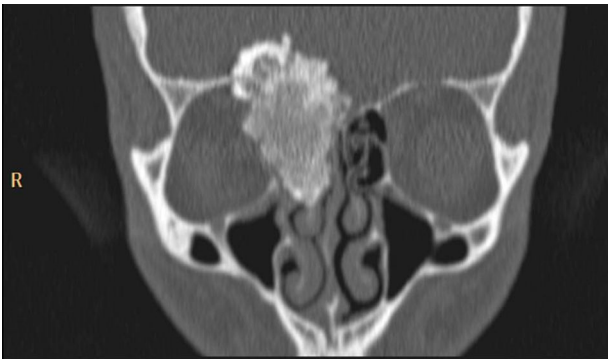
TC de senos paranasales, corte coronal. Masa heterogéneamente densa de 46 mm de longitud craneocaudal, invade celdas etmoidales derechas y la parte medial de la órbita adyacente.
